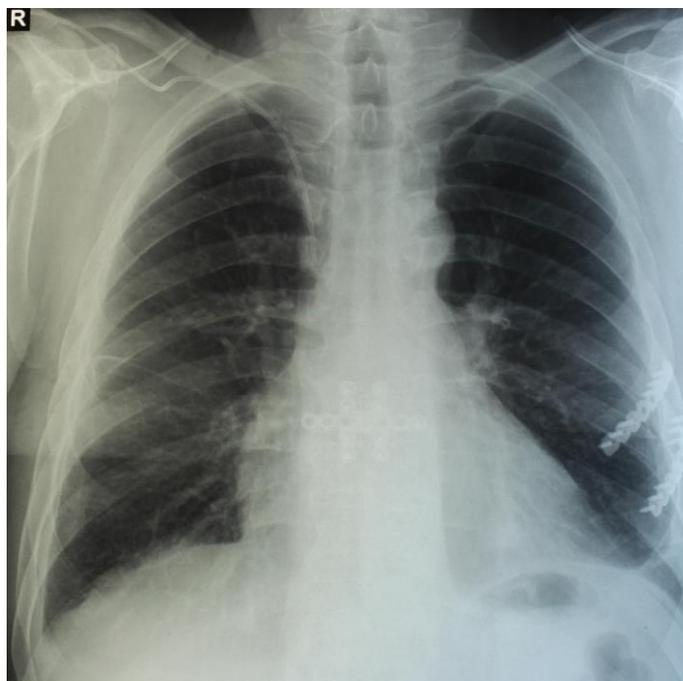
Обзорная рентгенограмма грудной клетки пациента А., 54 лет, история болезни №31276141. Состояние после остеосинтеза грудины и V, VI ребер слева.
